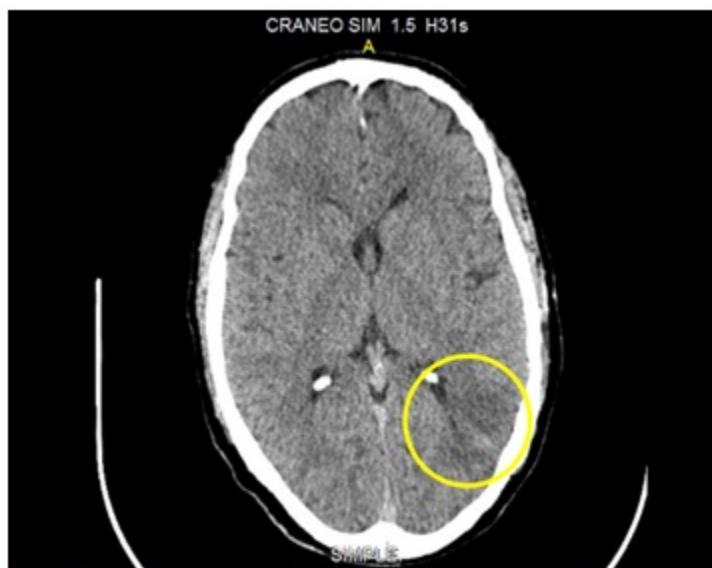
Tomografía simple de cráneo (evento isquémico reciente: círculo amarillo)
